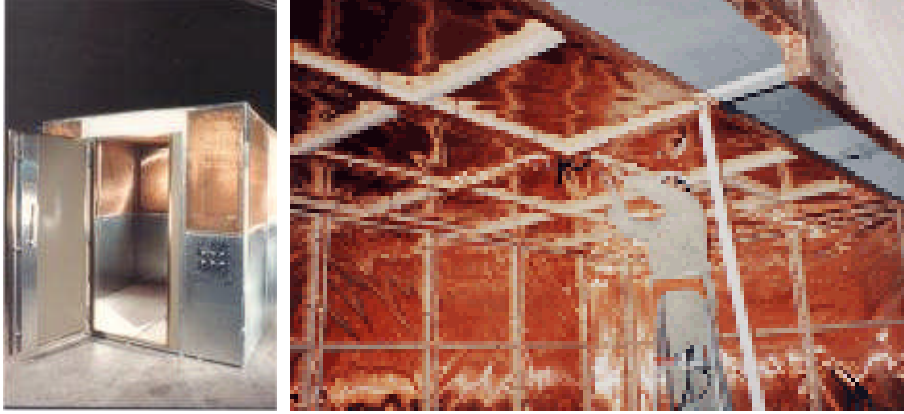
Manyetik rezonans oda dizaynı
